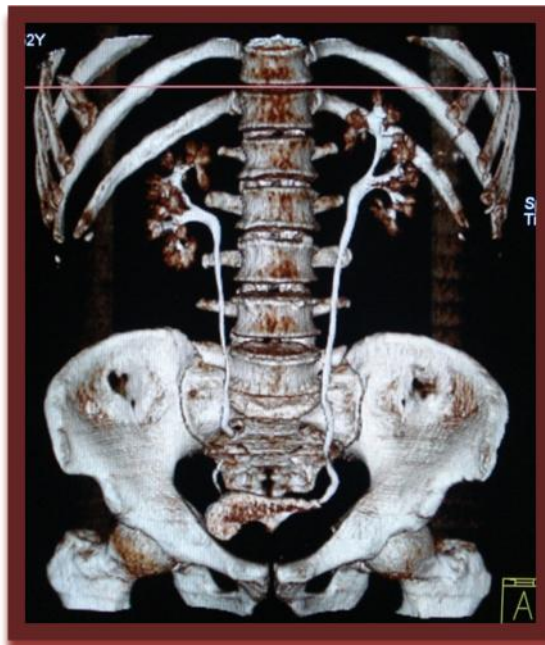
Estudio de Uro TC fase de eliminación, muestra defecto de llenado por lesión tumoral de pendiente de pared vesical. Sistemas colectores de características normales.
